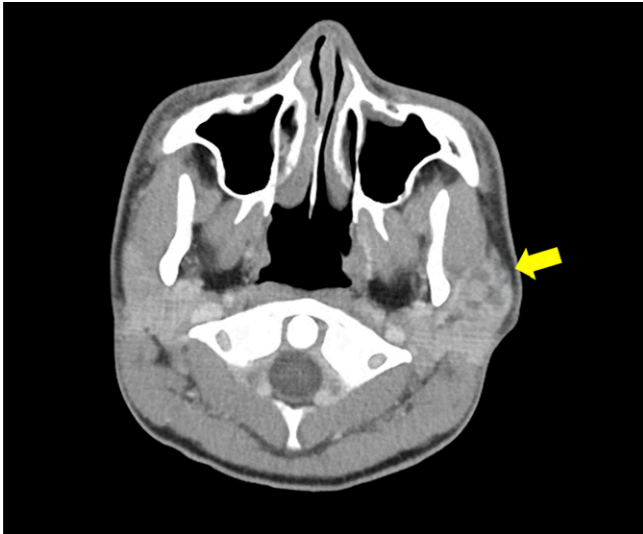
CT image showing a heterogeneously dense solid-cystic mass (measuring 25 × 20 × 33 mm, arrow) in the superficial lobe of the left parotid gland.
